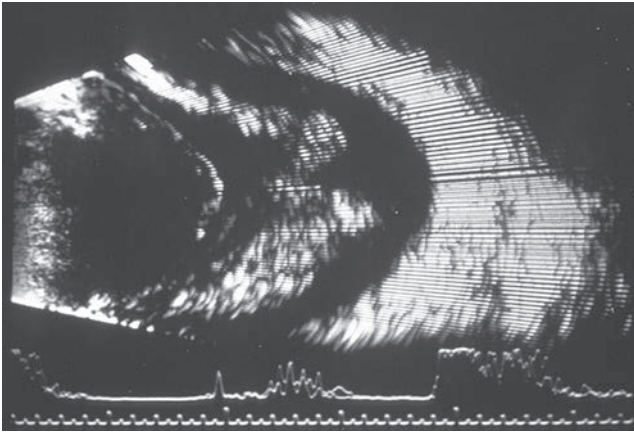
Rétinoblastome infiltrant : échographie montrant une rétine décollée et épaissie.
